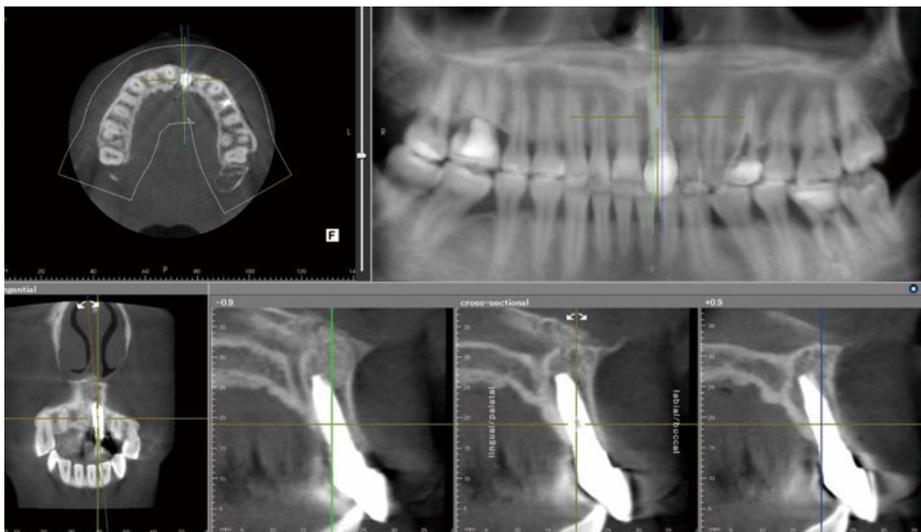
最終補綴物装着後約1年半経過時のCT所見。口蓋側低位埋入をすることにより仮骨形成期には吸収されていく薄い唇側骨板の内側にイメージ通りの理想的な新生骨が形成されているのが確認できる。これらの新生骨を誘導するためにはHDDを2mm以上獲得することが望ましい。
